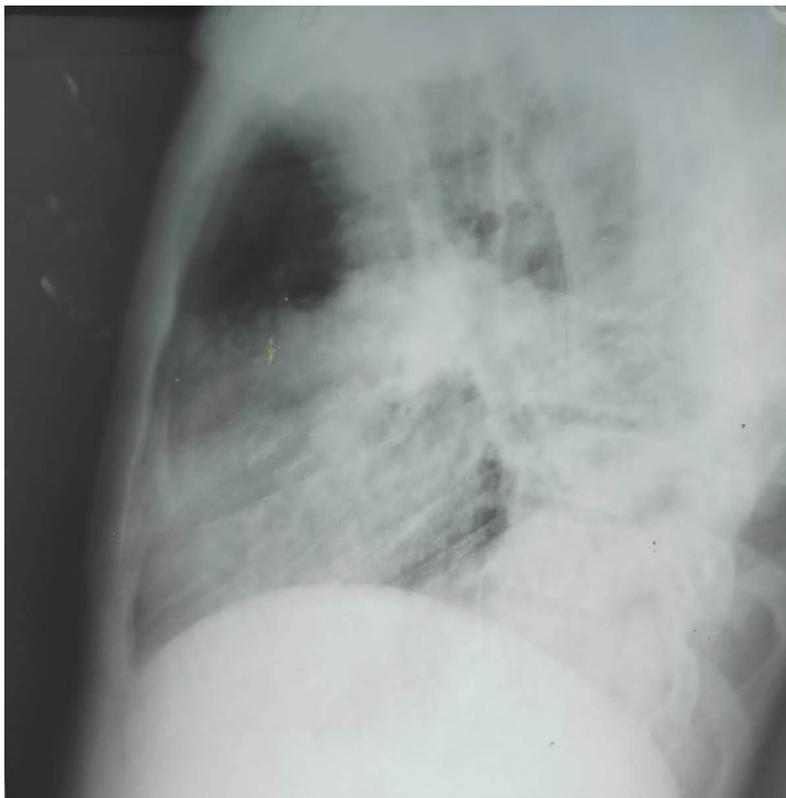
Обзорная рентгенография органов грудной клетки: эхинококковая киста левого легкого (боковая проекция)
